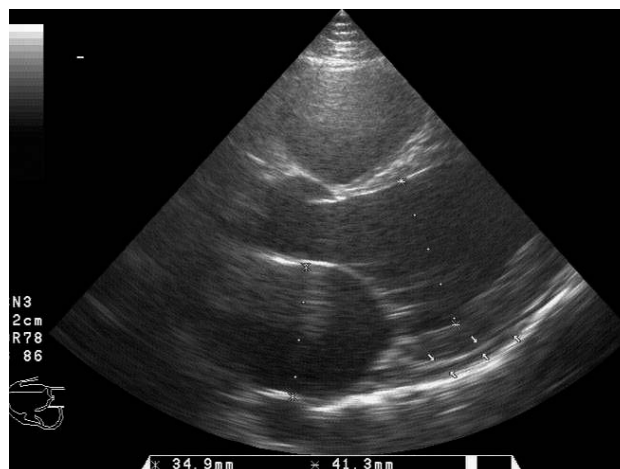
Эхокардиограмма больного Д., 15 лет, после введения даунорубицина в дозе 180 мг/м^2 . В полости перикарда определяется умеренное количество жидкости.
